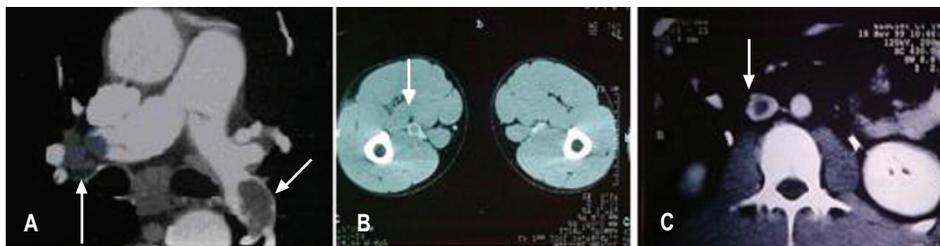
Tomografia helicoidal demonstrando: A) Trombos em ambas as artérias pulmonares; B) Trombo em veia femoral direita; C) Trombo em veia cava inferior.
